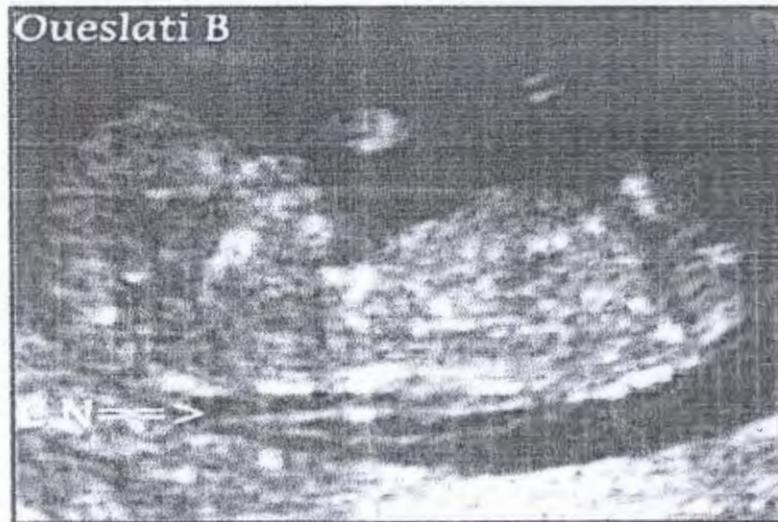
l'échographie de 1^{er} trimestre 12 SA (la clarté nucale) (Oueslati, 2003).
